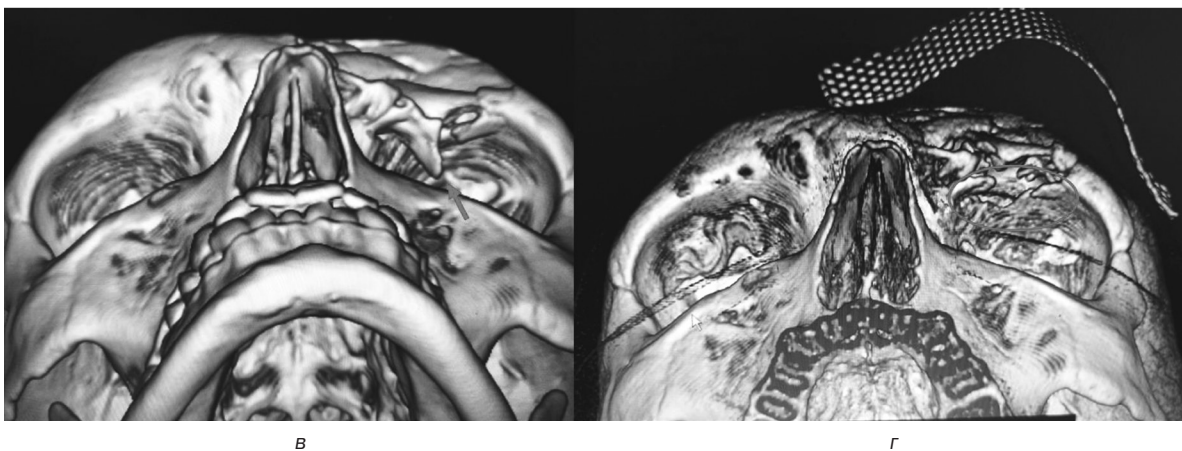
КТ до и после операции (а, б), стрелкой указан отломок, компримирующий глазное яблоко; 3D-реконструкция до и после операции (в, г)
